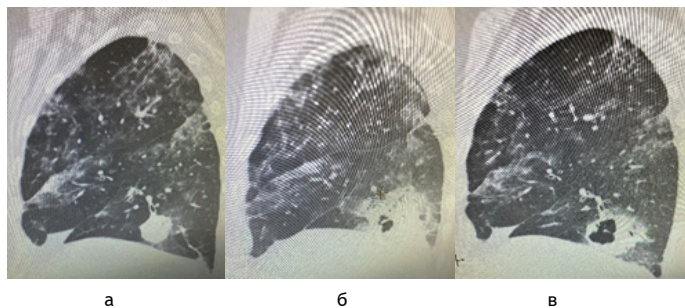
(а, б, в) КТ грудной клетки (боковая проекция) - картина соответствует Covid-19 ассоциированному поражению легких, формирующаяся «ковидная кавитация» в базальных сегментах нижней доли левого легкого
